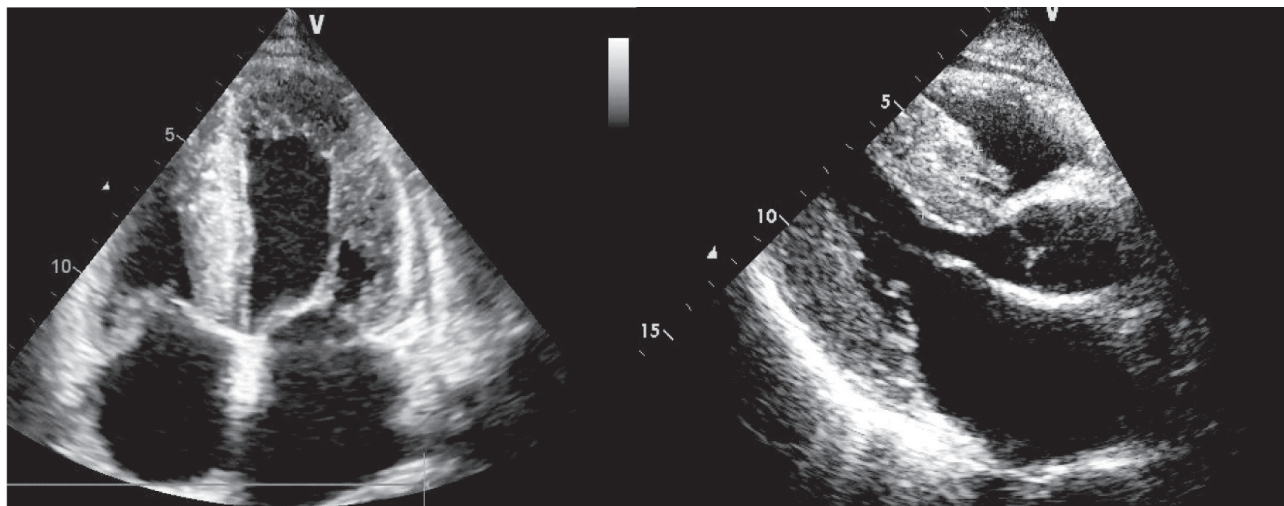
Эхокардиография (пояснения в тексте).
